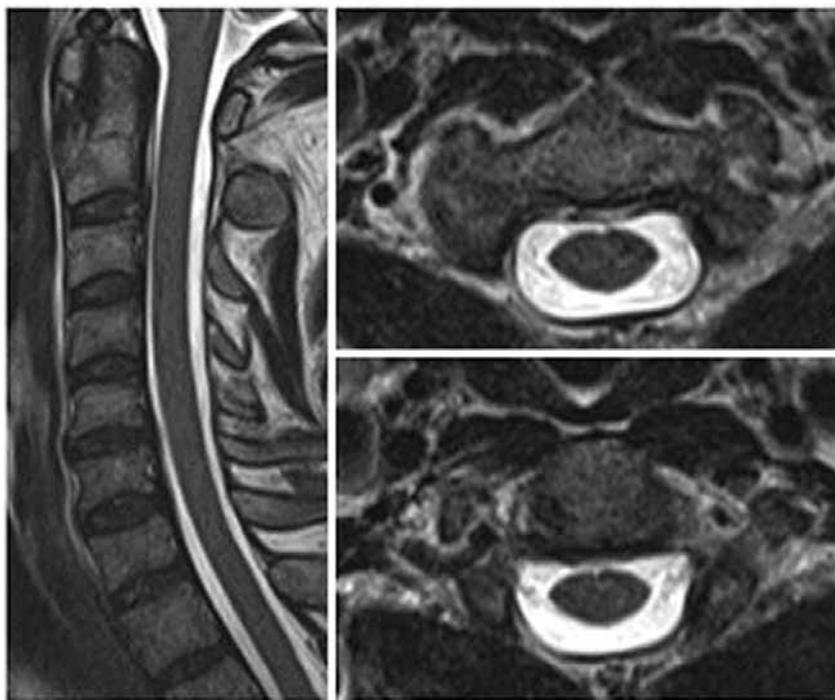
Resonancia magnética. No se observa lesión del disco C2-C3 ni compromiso neurológico.
